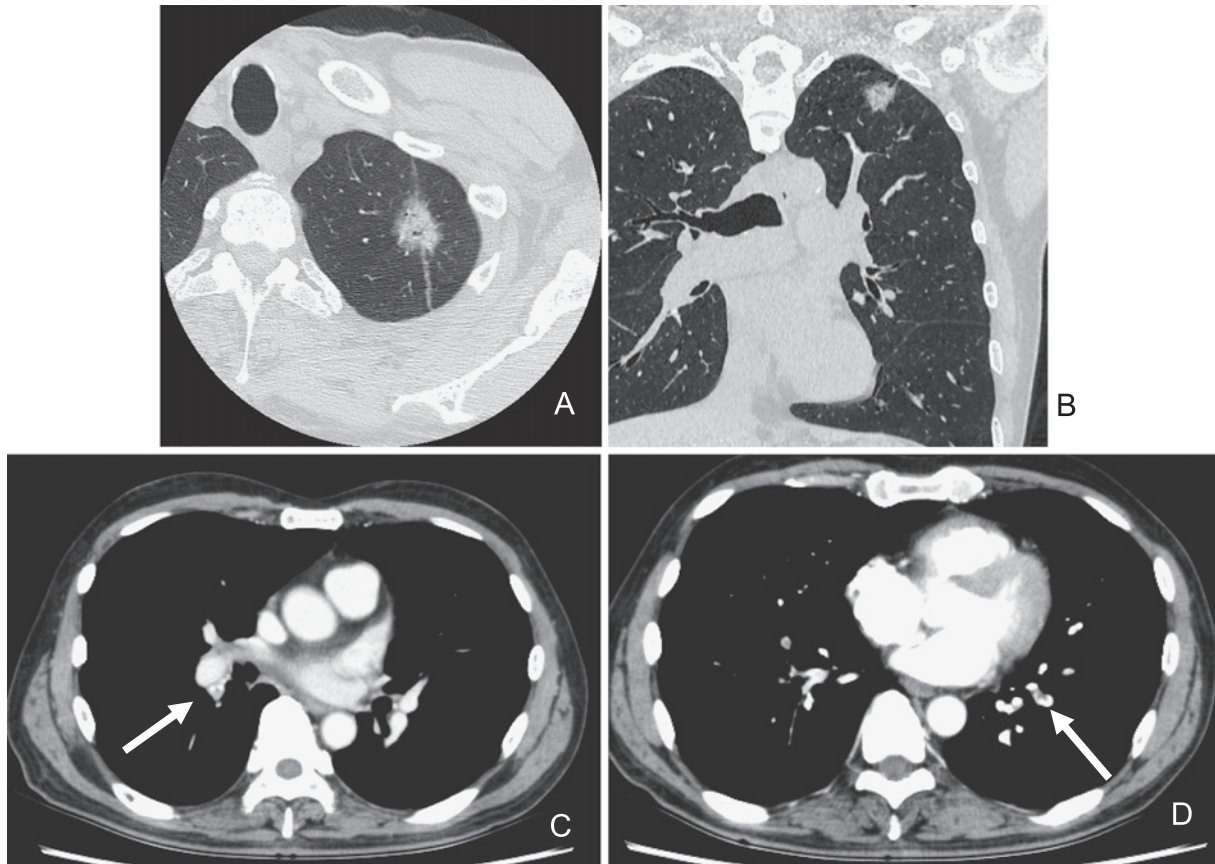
Chest computed tomography (CT) showed a tumor-like shadow of 3 cm in diameter at the apex of the left lung (A, B). In dynamic contrast CT, we could not find any gross thrombus in the main pulmonary trunk (C), but there were contrast shadow defects in both lower lobes and right middle lobe, which suggest thrombi (D). Arrows indicate a possible thrombus in the pulmonary artery both lower lobes.
